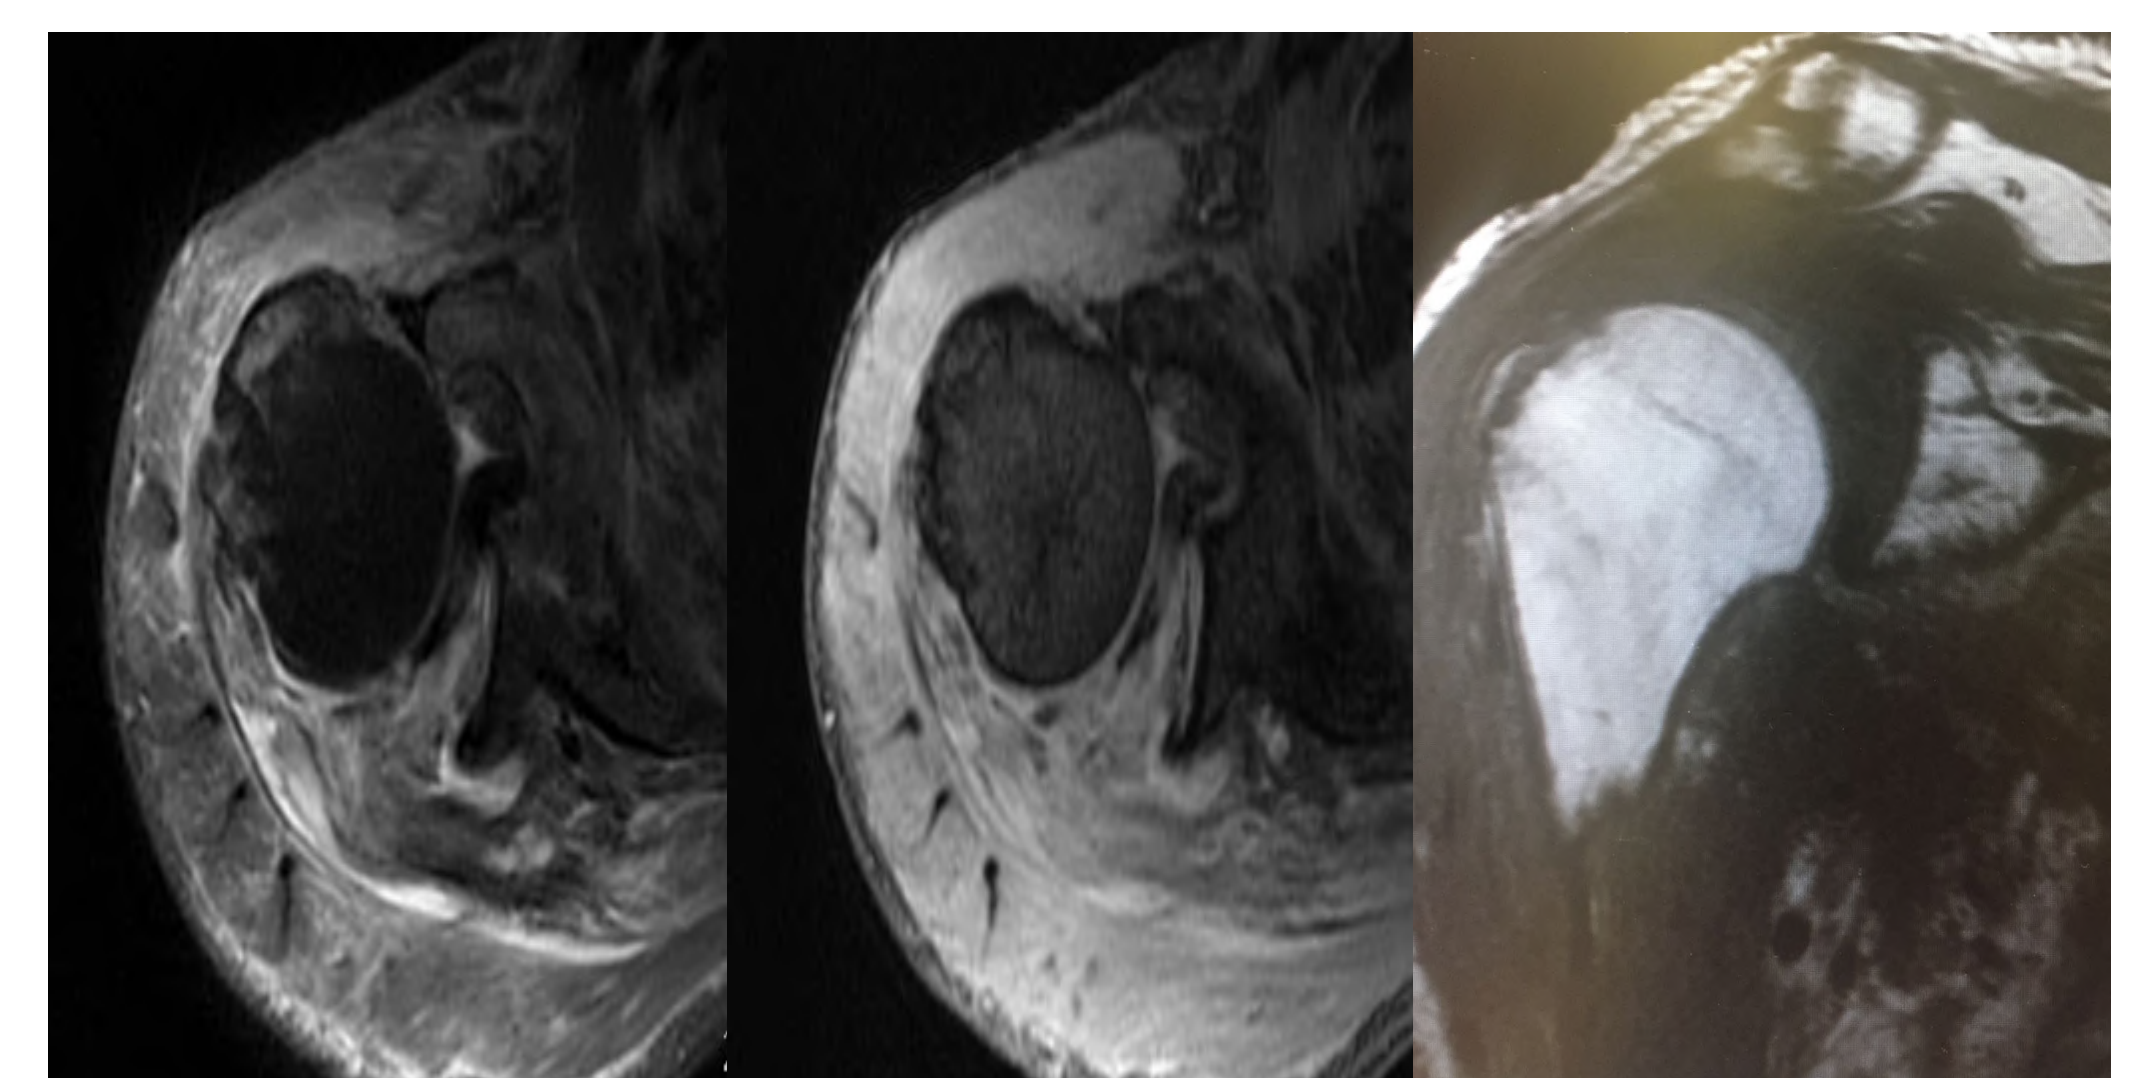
RMN: luxación posterolateral de la PLB e interposición del subescapular
